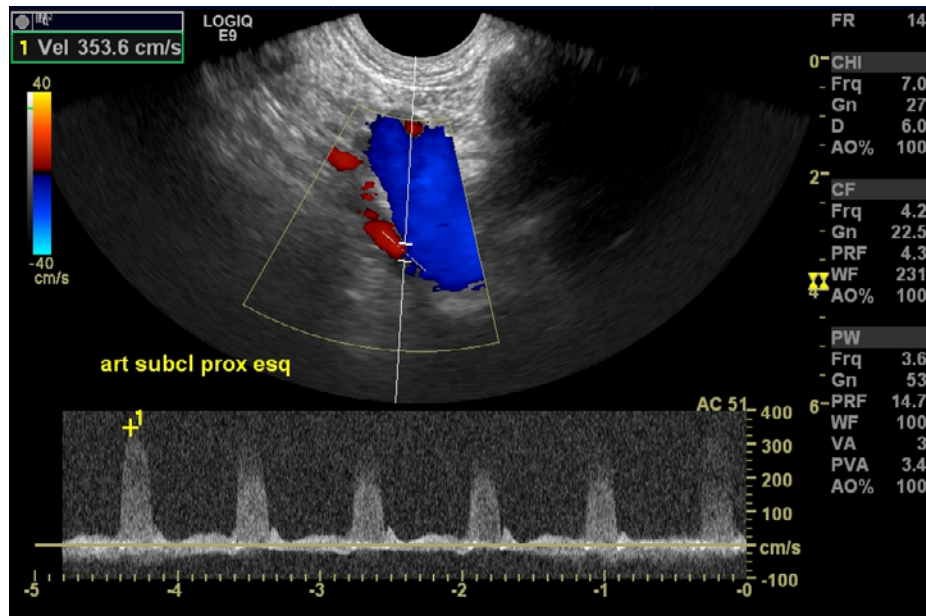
Doppler colorido e pulsado da artéria subclávia esquerda proximal, realizada com transdutor endocavitário
